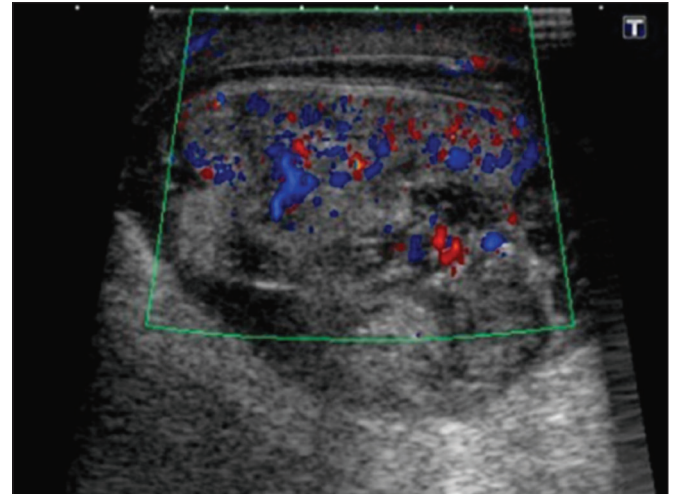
Ultrassonografia do mesmo paciente da Figura 14 mostra coleção heterogênea escrotal esquerda contínua com a coleção pancreática e inguinal.
